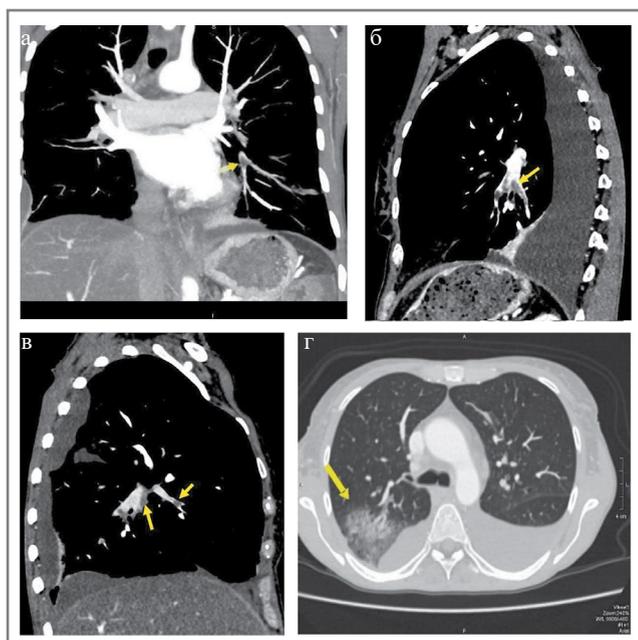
КТ-ангиопульмонография: тромбоэмболия ветвей легочной артерии с развитием инфаркт-пневмонии: а – мультипланарная реконструкция, корональная плоскость, дефект контрастирования (тромбоэмбол) в просвете левой нижнедолевой легочной артерии и ее сегментарных ветвях (стрелка); б – мультипланарная реконструкция, сагиттальная плоскость, дефект контрастирования (тромбоэмбол) в просвете левой нижнедолевой легочной артерии и ее ветвей (стрелка); в – мультипланарная реконструкция, сагиттальная плоскость, дефект контрастирования (тромбоэмбол) в просвете правой нижнедолевой легочной артерии и ее ветвей (стрелка); г – аксиальная плоскость, легочное электронное окно, зона консолидации легочной ткани – инфаркт-пневмония (стрелка) и дефект контрастирования (частично реканализированный тромбоэмбол) в задней сегментарной ветви верхнедолевой легочной артерии.
